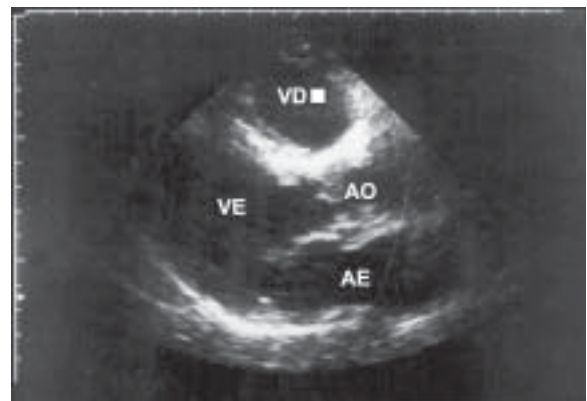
Ecocardiografia revelando ausência de vegetação (pós-tratamento).
